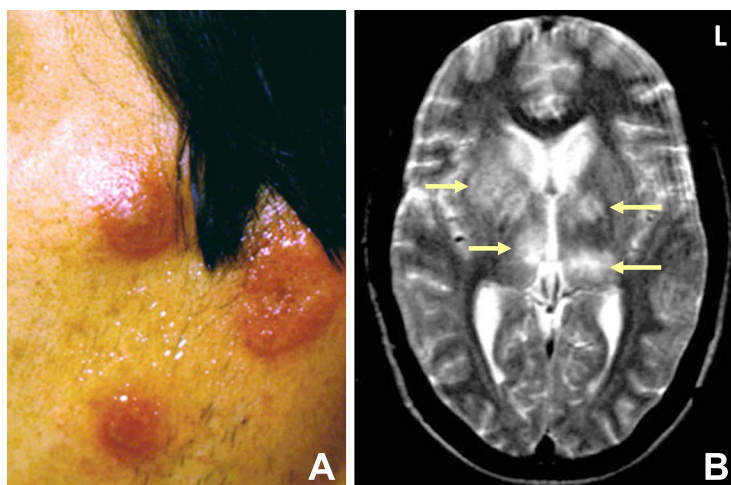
Characteristic raised erythematous plaques in Sweet disease²⁾ and T₂WI MRI scan of the patient with neuro-Sweet disease showing increased signal intensity in several cerebral regions (arrows)¹⁾.
